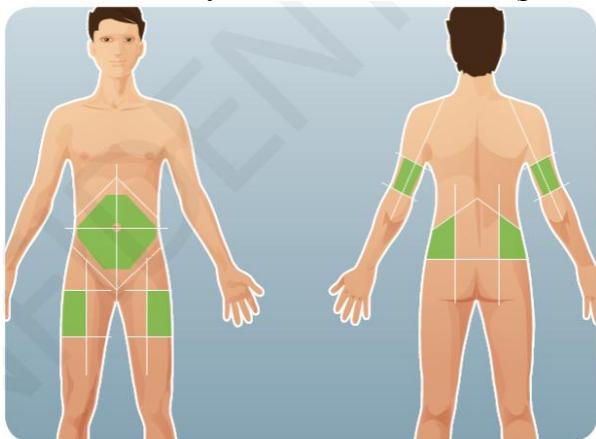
Места для подкожных инъекций и инфузии.
